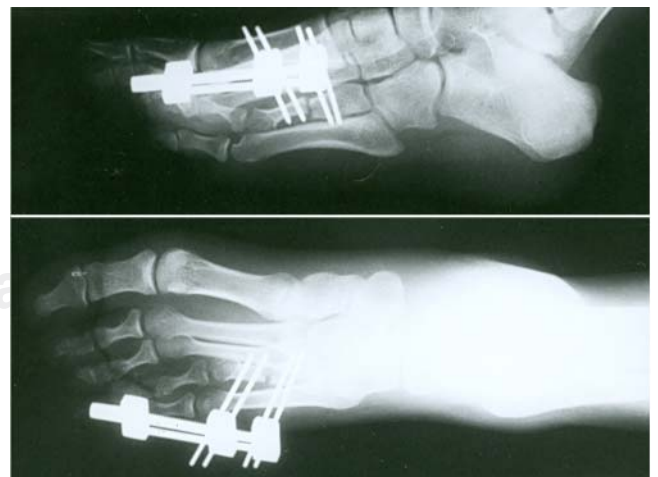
Radiografías anteroposterior y oblicua de un pie con braquimetatarsia.
